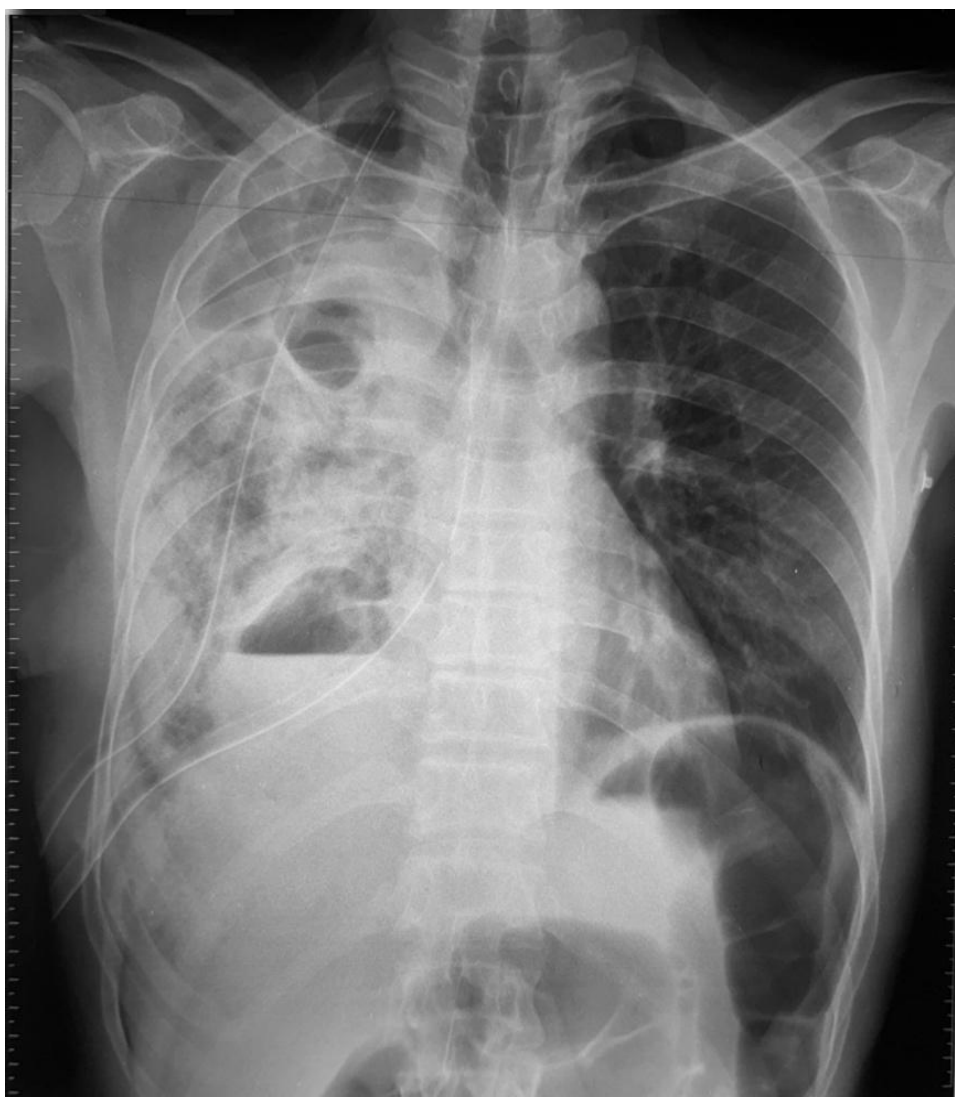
Radiographie thoracique montrant l'apparition d'un niveau hydro-aérique au niveau de l'hémithorax droit à J2 pots-op
